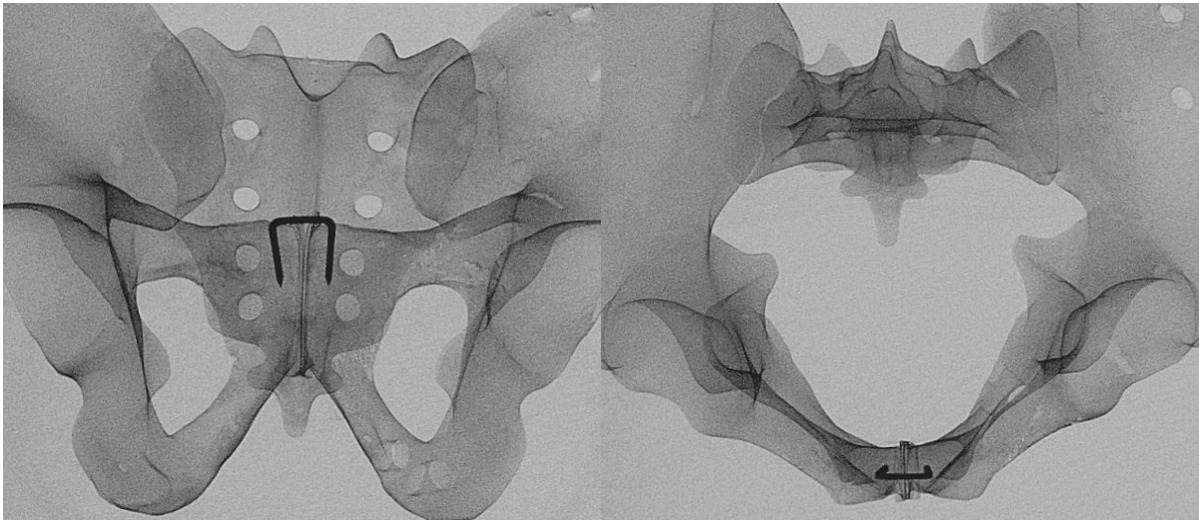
Röntgenkontrolle einer DynaNite® Nitinolklammer in zwei Ebenen
